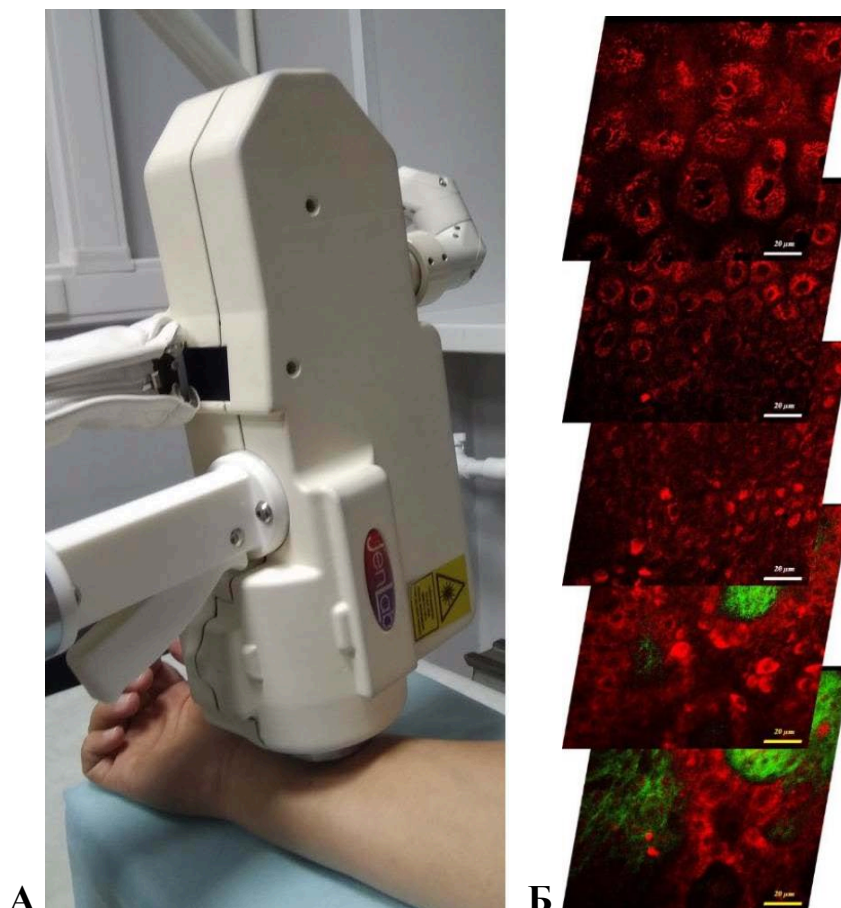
Исследование новообразований кожи с использованием многофотонного флуоресцентного томографа. позиционирование объектива многофотонного томографа на поверхности исследуемого новообразования (А) и пример серии оптических двумерных en-face МФТ-изображений (z-stack) (Б). Масштабная шкала 50 мкм
